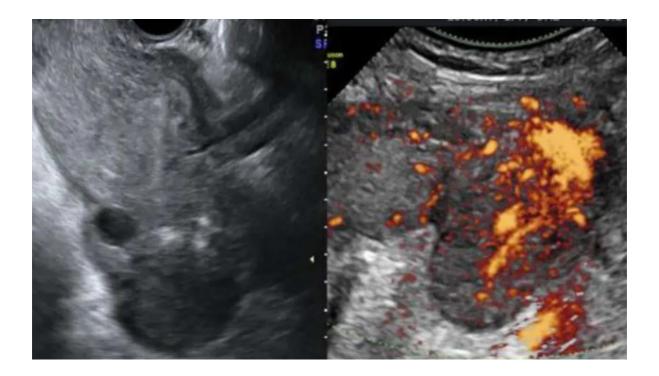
image échographique montrant une thrombose ovarienne de l'ovaire gauche, à droite l'ovaire œdémateux et à gauche Engorgement vasculaire visualisé par Doppler puissance (Service d'obstétrique et de gynécologie, CHU DE Lisbonne)
